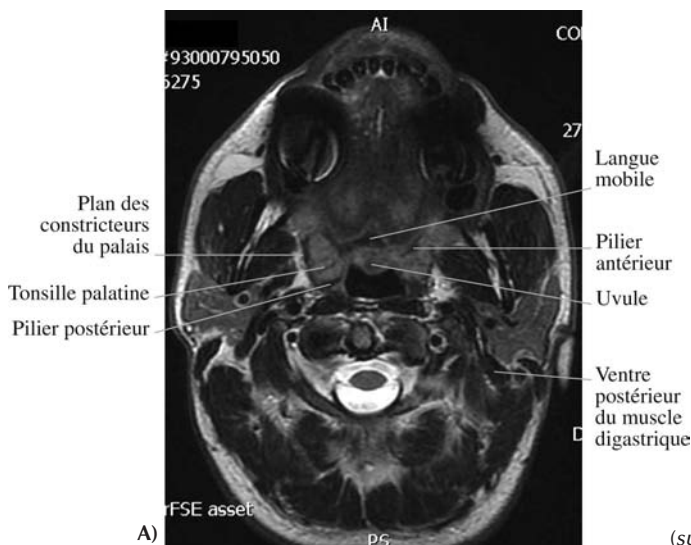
A) IRM, coupe axiale en séquence T2 passant par l'oropharynx.
